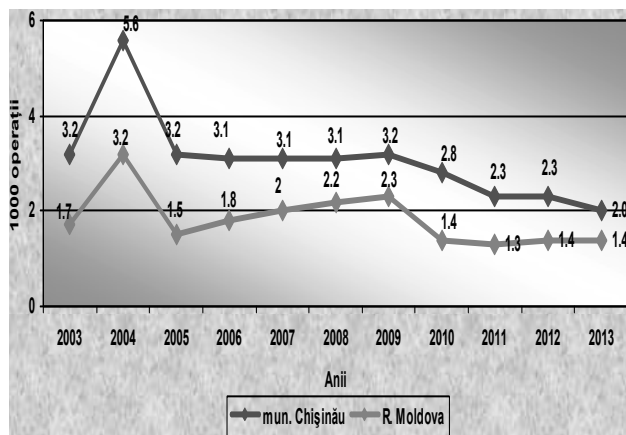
Dinamica morbidității prin ISPN în mun. Chișinău și în RM, 2003-2013
